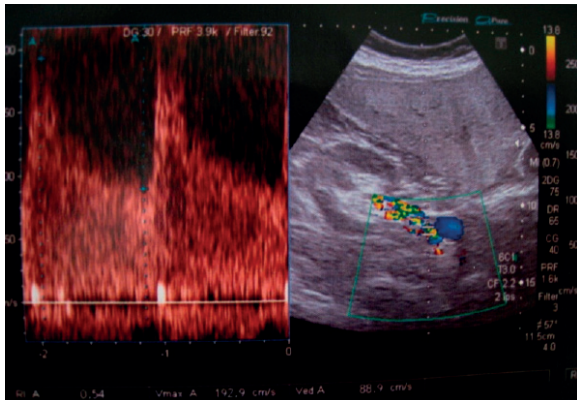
Doppler de arteria renal derecha con velocidad pico sistólica de 192 cm/seg.
